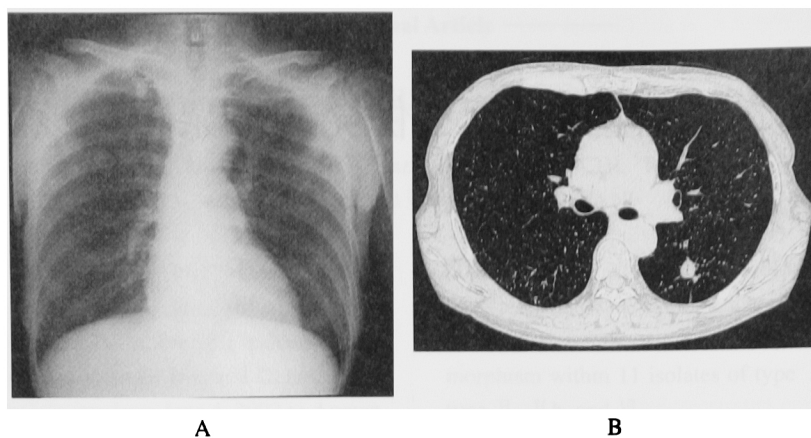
Chest X-ray(A) and CT scan(B) on admission, showing miliary shadow
